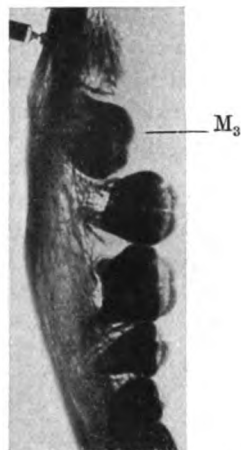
Röntgenogramm der Mandibula mit 3. Molaren im Ramus ascendens in vertikaler Richtung aufgenommen.
